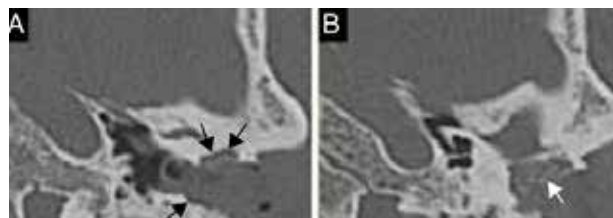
y 5B: Imágenes transversales de TC que muestran una masa de partes blandas en el CAE que erosionan sus paredes (flechas negras) y presenta fragmentos óseos en su interior (flechas blancas).
